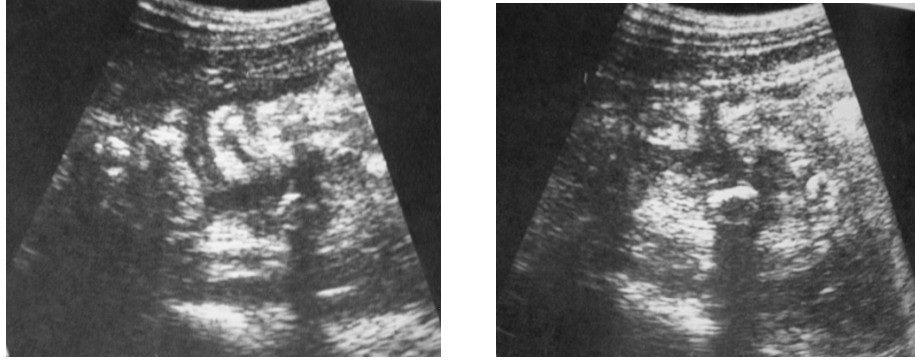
Ultrasonido longitudinal de sigmoides, aparece imagen ecogénica en la pared posterior, con sombra acústica.
